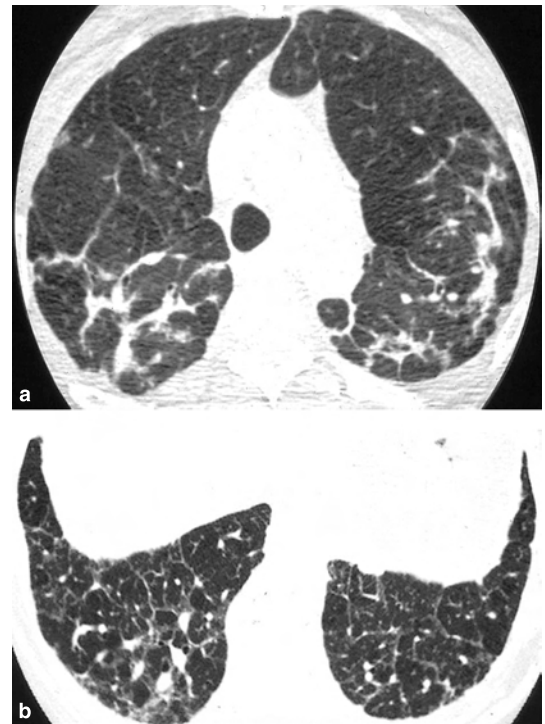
Épaississement irrégulier des septa interlobulaires Coupes TDM axiales transverses (a et b) chez un patient atteint de fibrose sarcoïdique. Les septa interlobulaires sont épaissis, irréguliers et distordus déformant l'architecture des lobules pulmonaires secondaires.
